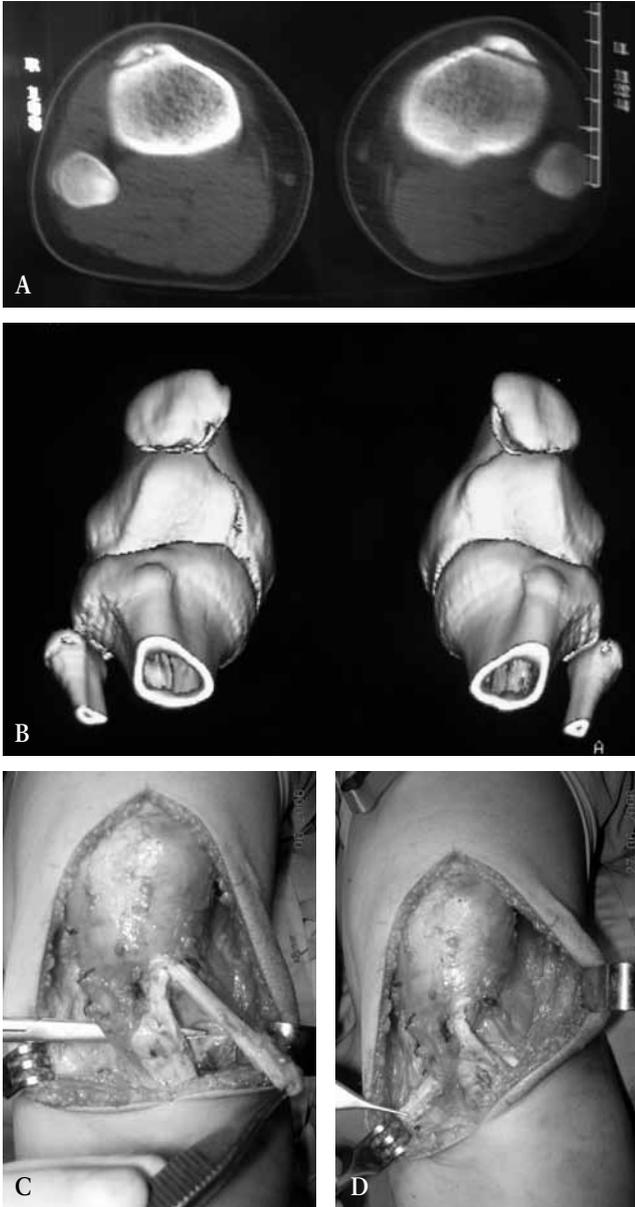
A y B) Tomografía con reconstrucción 3D mostrando inestabilidad de rótula con fisis abiertas. C y D) Técnica de Roux-Goldthwait con trasposición de hemitendón rotuliano hacia porción medial de su inserción.
